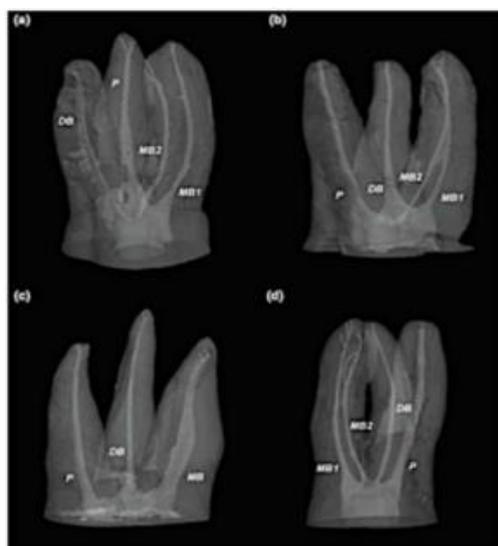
Exemples de reconstitution d'une première molaire supérieure obtenue à partir d'images provenant d'un CBCT montrant l'aire canalaire du canal MV1 ; MV2 disto-vestibulaire (DV) et palatin (P).
